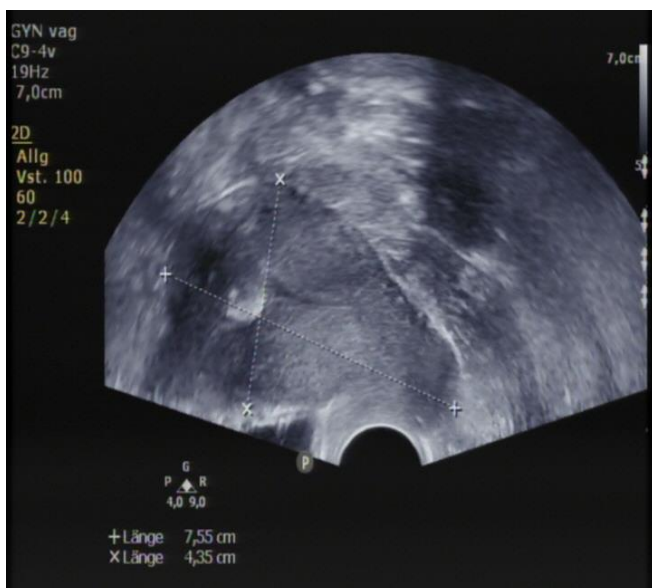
Sonographischer Befund vor Hysterektomie mit Darstellung des echoreichen intracavitären Resttumors eines low-grade endometrialen Stromasarkoms
